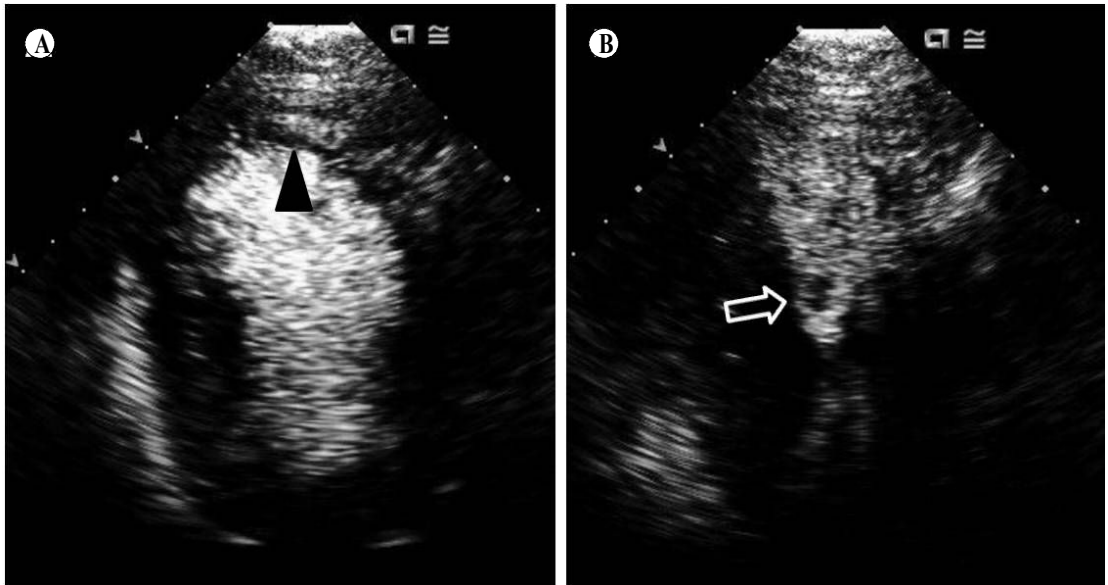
Apical long axis view of the transthoracic echocardiography using contrast, Definity® shows thin wall and perfusion defect of the left ventricular apex (A, black arrow head) and bean-sized thrombus in the left ventricular cavity near the apex (B, white arrow).
